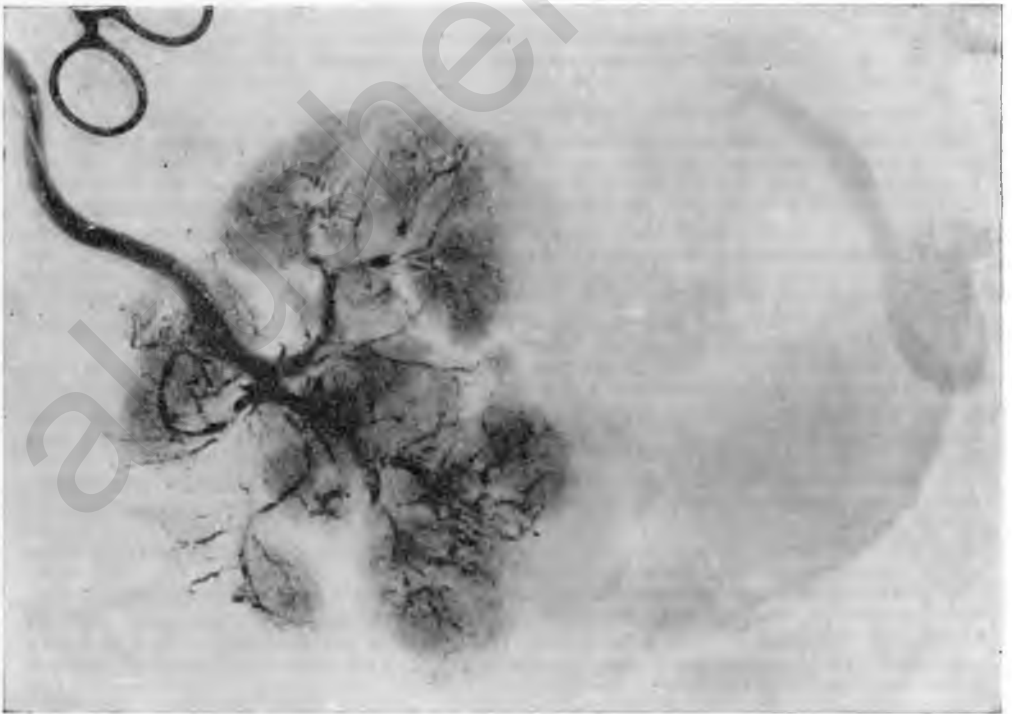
Рентгенограмма. Двухяйцевая двойня. Сосуды одной плаценты.
